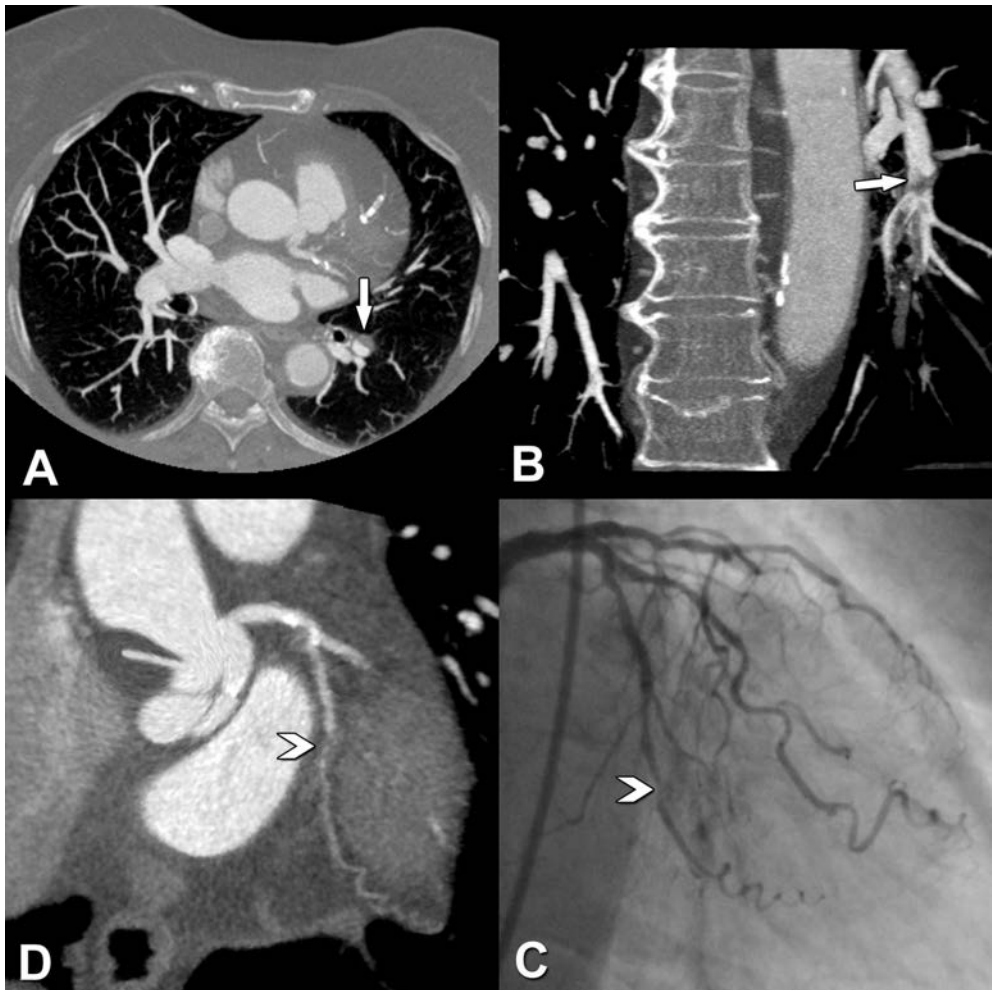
Lungenarterienembolie im linken Unterlappen (Pfeile in A und B) einer 87-jährigen Patientin mit progredienter Dyspnoe und Verdacht auf eine KHK. Darstellung des Befundes in der koronaren CT mit Weichteilfensterung in axialer (A) und koronarer Schichtung (B). (C): Die kardiale CT mit Subvolumen-Maximumintensitätsprojektion (MIP) entlang des Gefäßverlaufes (sogenannter CATH view) zeigt zudem eine 75%ige Diameterstenosierung des Ramus circumflexus (*left circumflex artery*, LCX; Pfeilspitze). Darstellung der LCX-Stenose in der CCA (Pfeilspitze in D). Es erfolgte in derselben Sitzung eine Therapie mittels perkutaner koronarer Intervention und Stentimplantation in die LCX. Die Patientin erhielt Heparin zur Therapie der Lungenarterienembolie. Mit freundlicher Genehmigung des Springerverlags aus Kapitel 24 von ‚Cardiac CT‘ (2. Ausgabe, Herausgeber: M. DEWEY).
